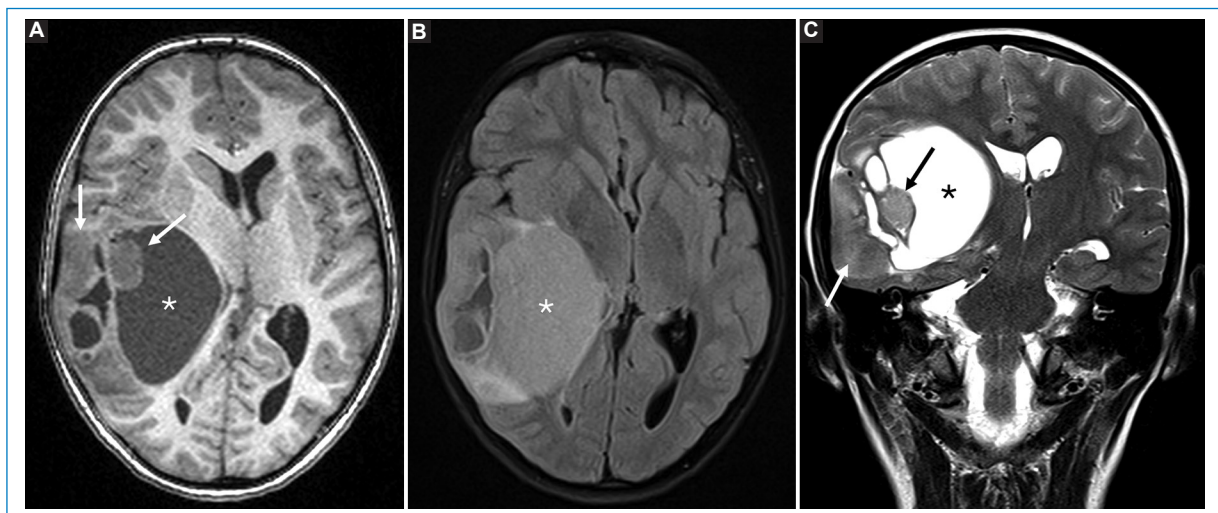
Secuencias convencionales de RM. Se muestran imágenes seleccionadas de secuencias SE T1 (A) y FLAIR (B) en el plano axial, y FSE T2 (C) en el plano coronal. Se identifican los elementos clave de esta lesión: el componente quístico predominante (asterisco) y los sectores nodulares superficiales y laterales (flechas).
